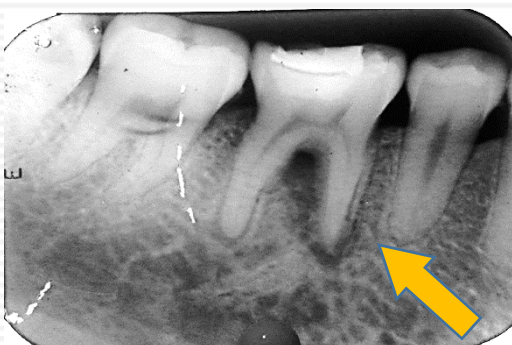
Se observa un aumento de una zona radiolúcida que circunscribe la raíz mesial y parte de la furca, lo que ocasiona una disminución en el trabeculado óseo. Se observa un aumento en la zona del espacio de ligamento periapical de la raíz distal, el medicamento se encuentra bien colocado y se observa obturación temporal con Óxido de Zinc y Eugenol.
